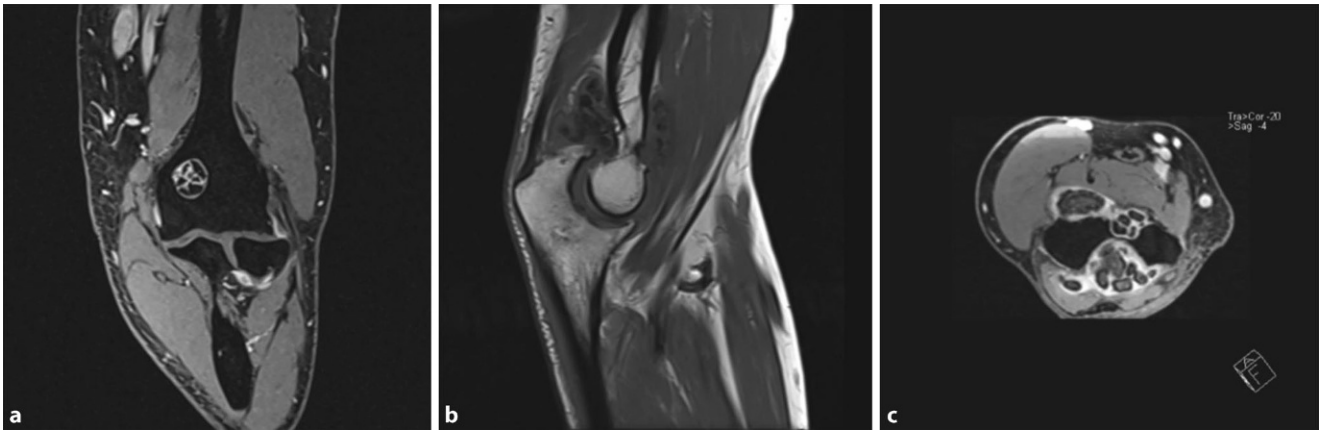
▲ a–c In der präoperativen MRT zeigten sich teils nichtossifizierende, freie Gelenkkörper sowie eine Verdickung der Gelenkkapsel und Knochenarrosionen im Bereich der Ulna/des Olekranons
